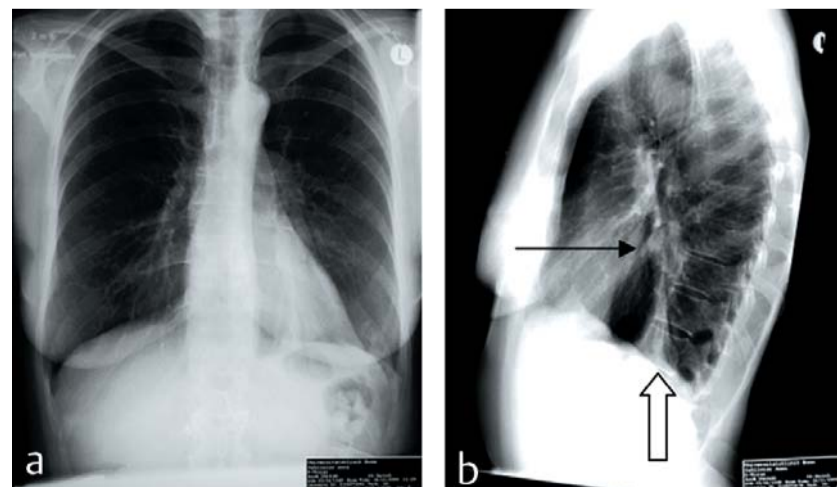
Röntgenthorax-Aufnahme. a) Röntgenthorax-Übersicht posterior-anterior. b) Seitbild. Die Aufnahmen zeigen eine linksseitige Segmentatelektase des anterobasalen Unterlappens (offener Pfeil) mit zentralem Rundherd (Pfeil).
